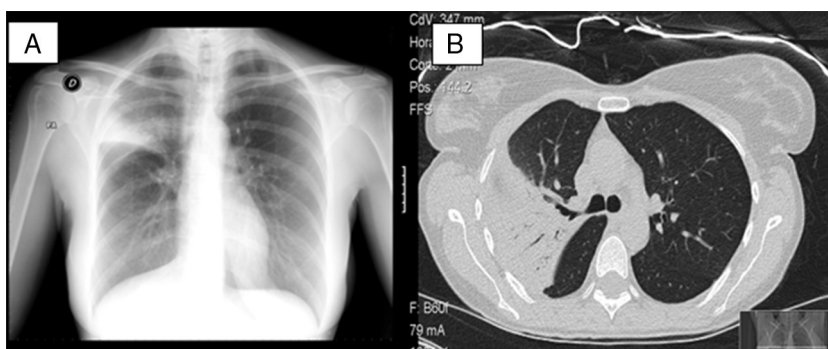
A) La radiografía de tórax en proyección posteroanterior muestra una condensación alveolar en el LSD con pérdida de volumen. B) En la TC torácica se observa una consolidación parenquimatosa y aumento de densidad en vidrio deslustrado que afecta al segmento 3 derecho y parte del apical y anterior, con broncograma aéreo y bronquio permeable desde su origen.
